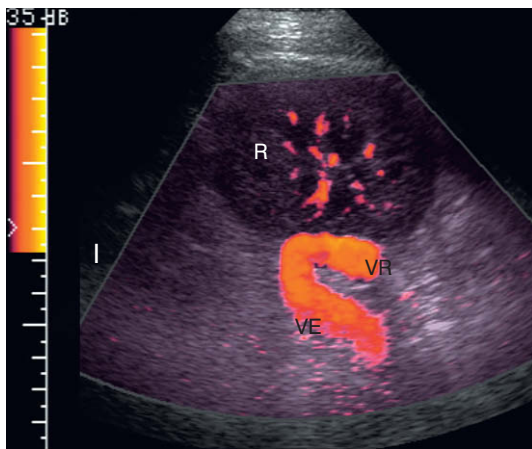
Imagen longitudinal oblicua del flanco izquierdo (I) centrada en el polo superior del riñón izquierdo (R). Se identifica un gran vaso con forma de cayado. La parte superior representa la vena esplénica cuyo flujo se dirige hacia el transductor. Se ha arqueado quirúrgicamente hacia la vena renal (VR). Éste es el estado de la anastomosis postesplenectomía de la vena esplénica (VE) distal con la vena renal. La anastomosis se muestra ampliamente permeable con flujo confirmado por Doppler.
